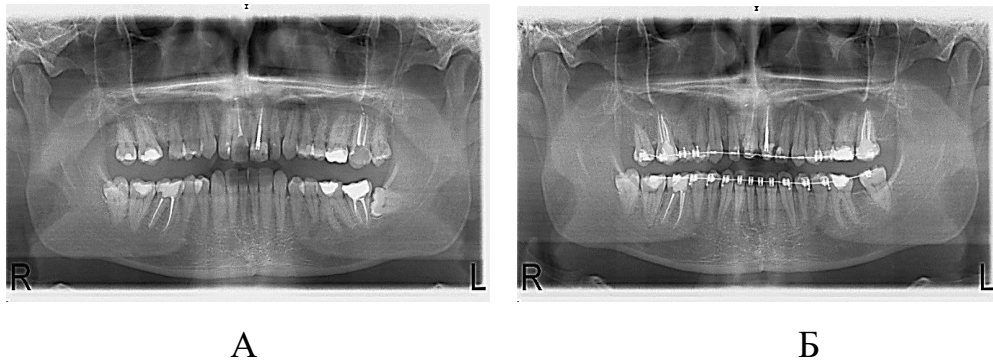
Панорамные рентгенограммы А – до и Б – в процессе ортодонтической коррекции. Коррекция положения зубов и окклюзионной плоскости у пациента А., 34 лет
